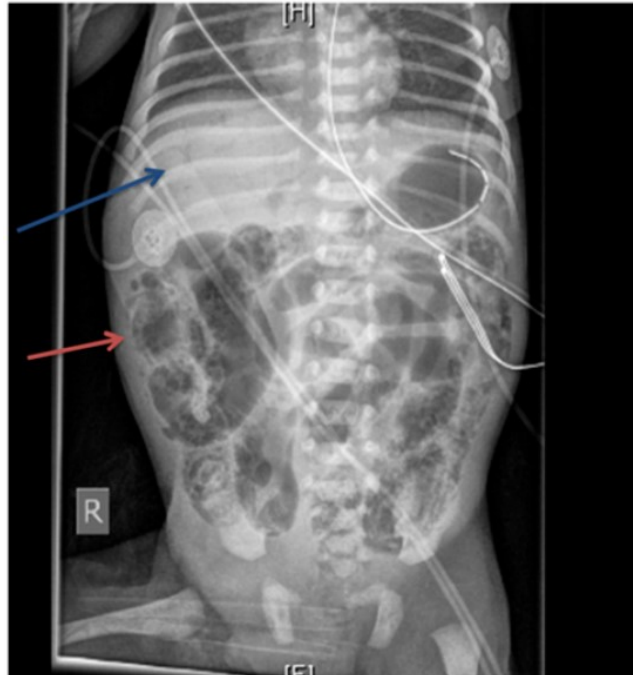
anterior-posteriore Röntgenaufnahme des Abdomens. Roter Pfeil: Pneumatosis intestinalis, blauer Pfeil: Portalvenengas (31)
